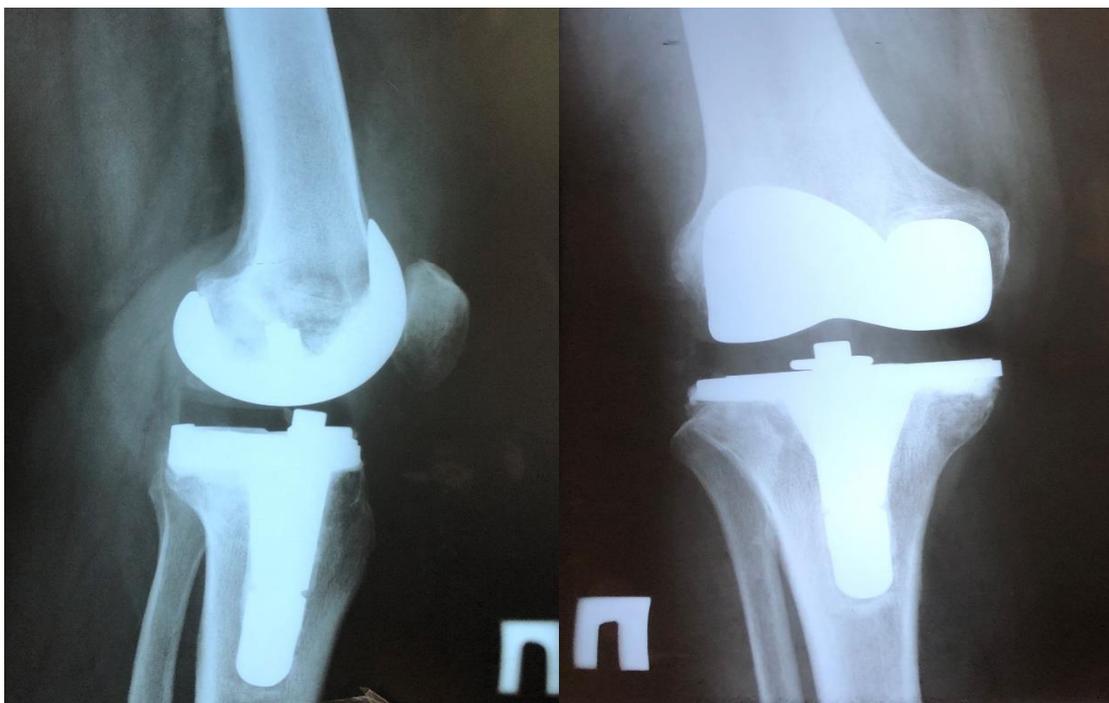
Контрольные рентгенограммы правого коленного сустава через 3 месяца после оперативного лечения.
